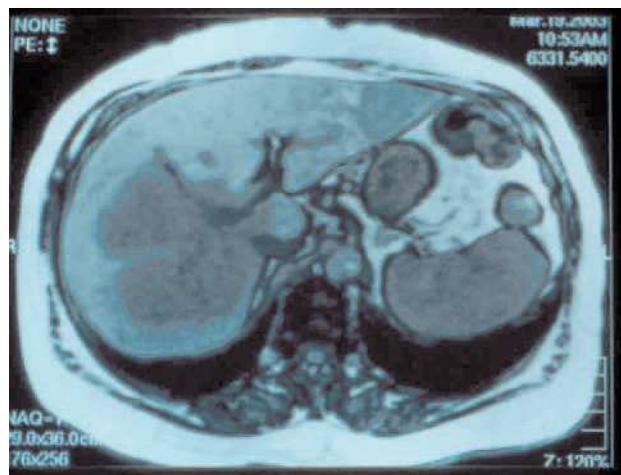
Resonancia magnética del caso 1: mujer de 72 años con gran tumoreación que afecta a casi todo el lóbulo derecho y segmento I.
